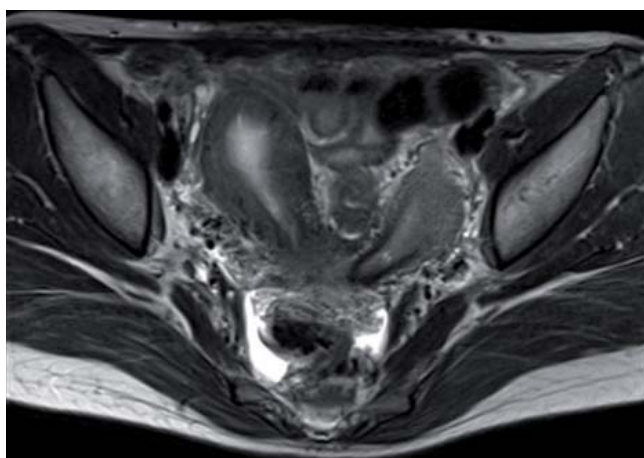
RMN T2 transversal donde se muestran dos hemiúteros (el derecho, hipertrófico por antecedente de hematómetra recurrente).
